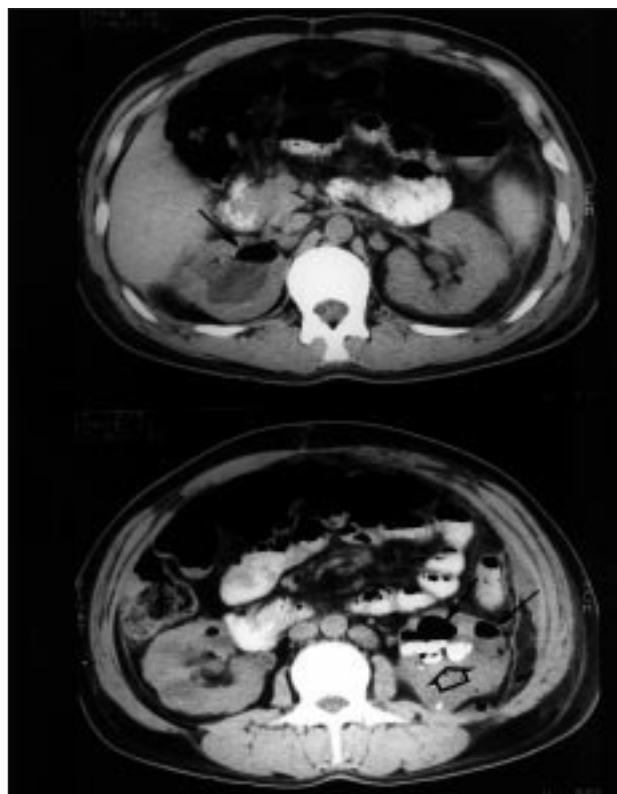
TAC abdominal. Litiasis renal izquierda (flecha hueca ⇨). Presencia de múltiples imágenes de gas en el parénquima renal izquierdo y en la pelvis renal derecha (flechas negras →).
